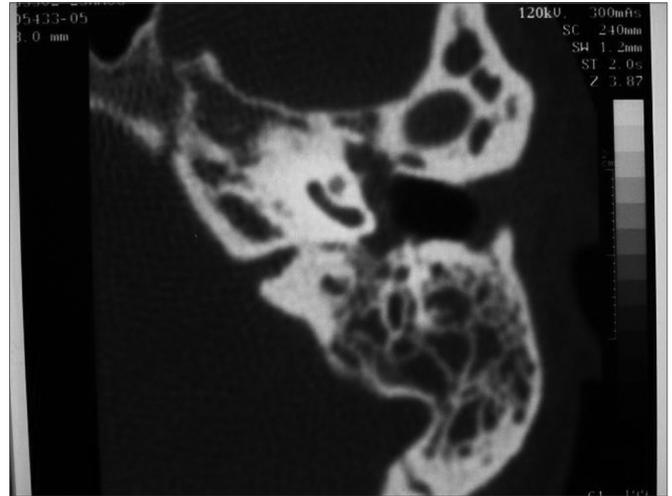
Caso 2. Tomografia computadorizada mostrando otomastoidite resistente ao tratamento. Foi indicada mastoidectomia simples.
